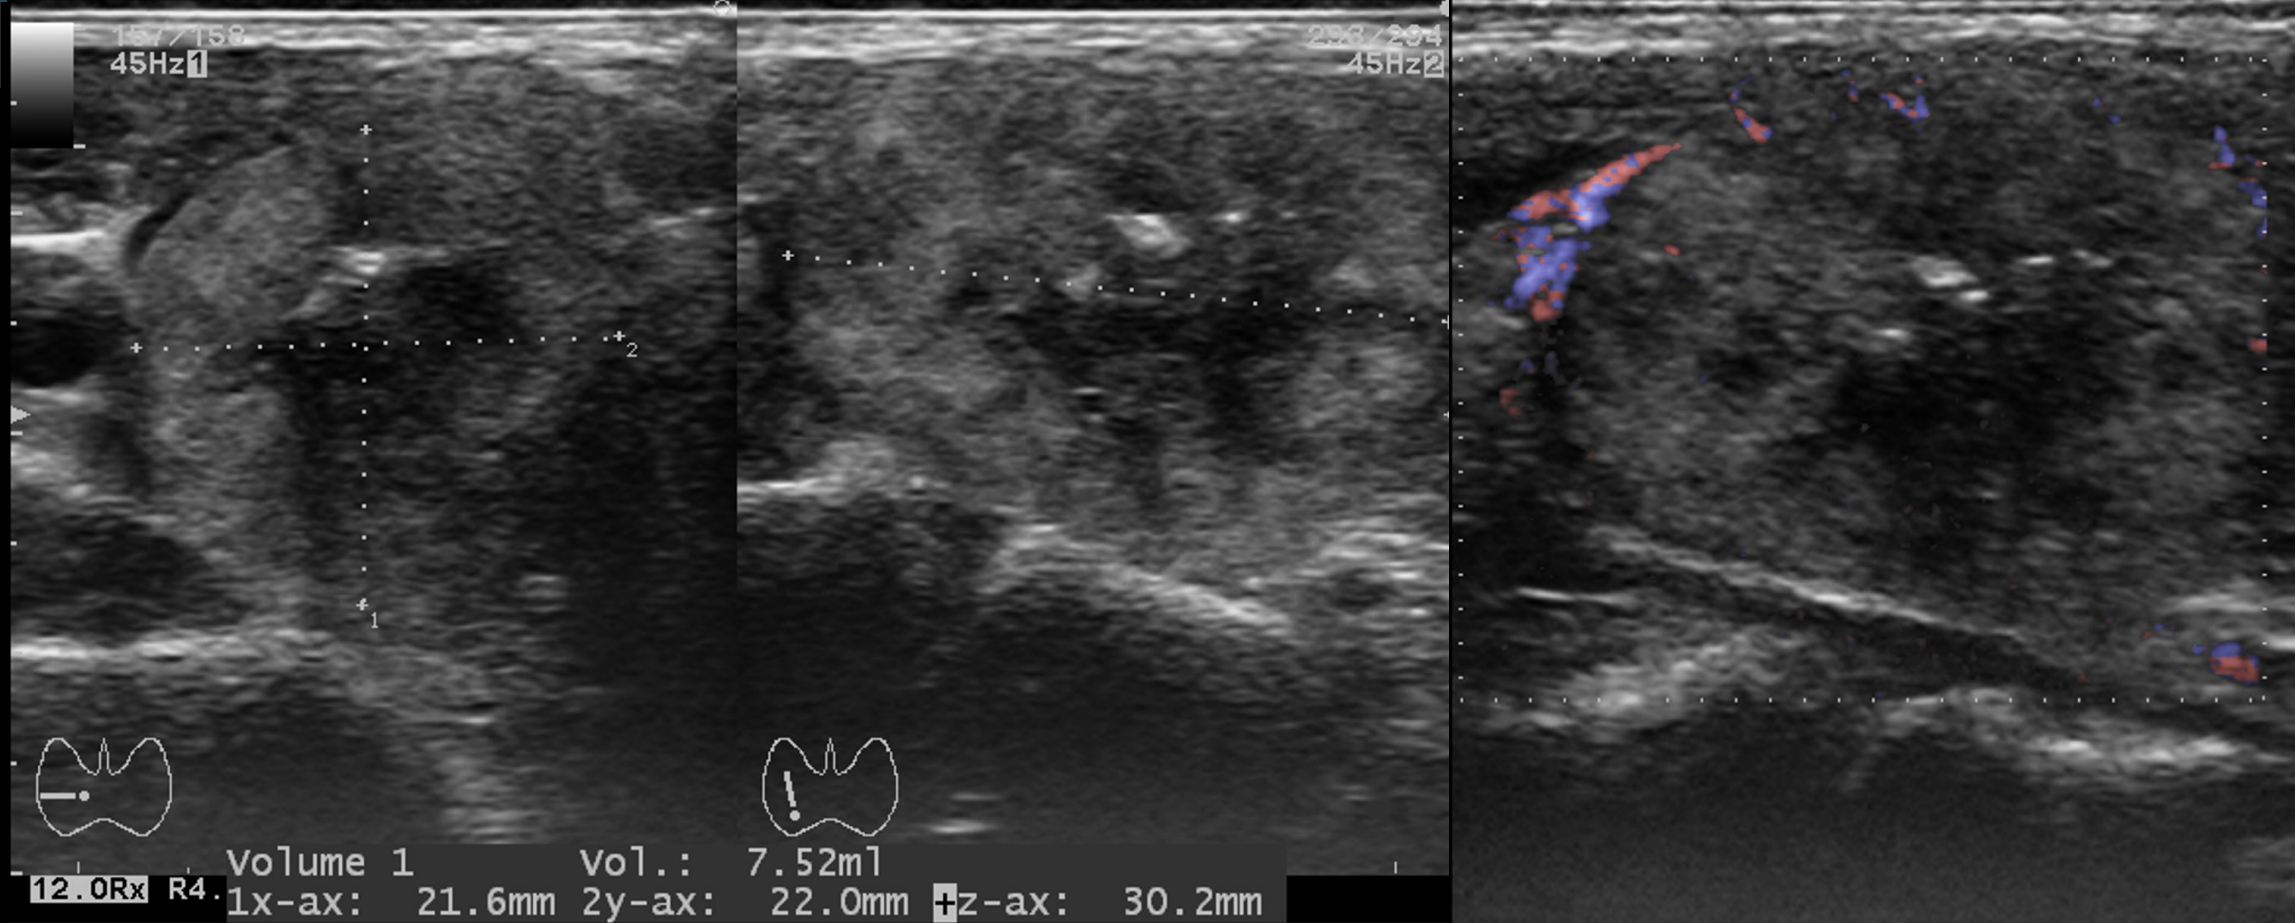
Ecografía tiroidea que muestra glándula de consistencia pétrea y ecoestructura homogénea, con lesión nodular sólida de bordes lobulados, eje anteroposterior mayor que el transversal, heterogénea con calcificaciones, clasificada como ACR-TIRADS 5, de aproximadamente 30 mm de diámetro máximo. En Doppler presenta escasa vascularización central con hiperemia periférica. La anatomía patológica tras tiroidectomía total mostró tiroiditis con marcada fibrosis compatible con tiroiditis de Riedel, sin evidencia de malignidad.
